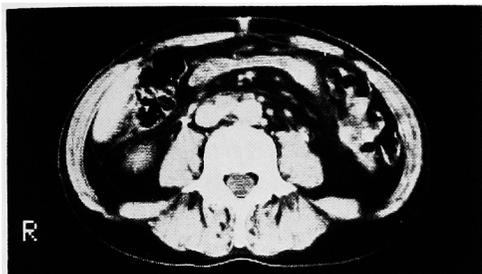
症例1. 術前腹部 CT-scan, 後腹膜リンパ節の腫大を認める.
